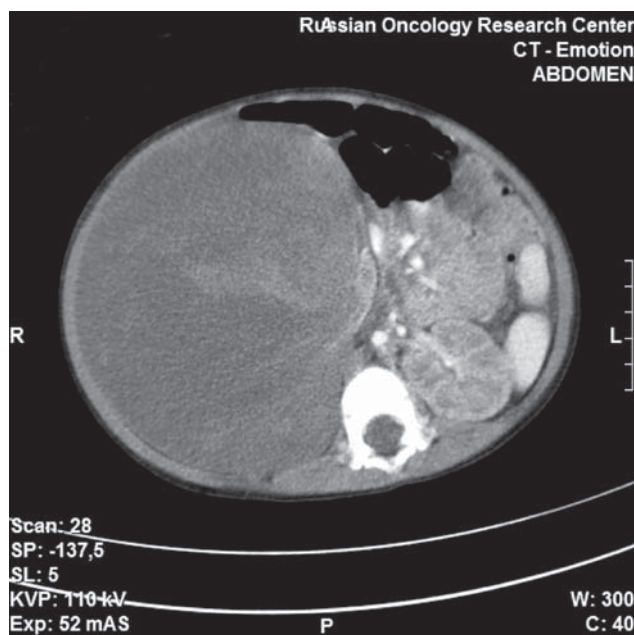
КТ брюшной полости: новообразование размером 100×120×140 мм полностью замещает правую почку
